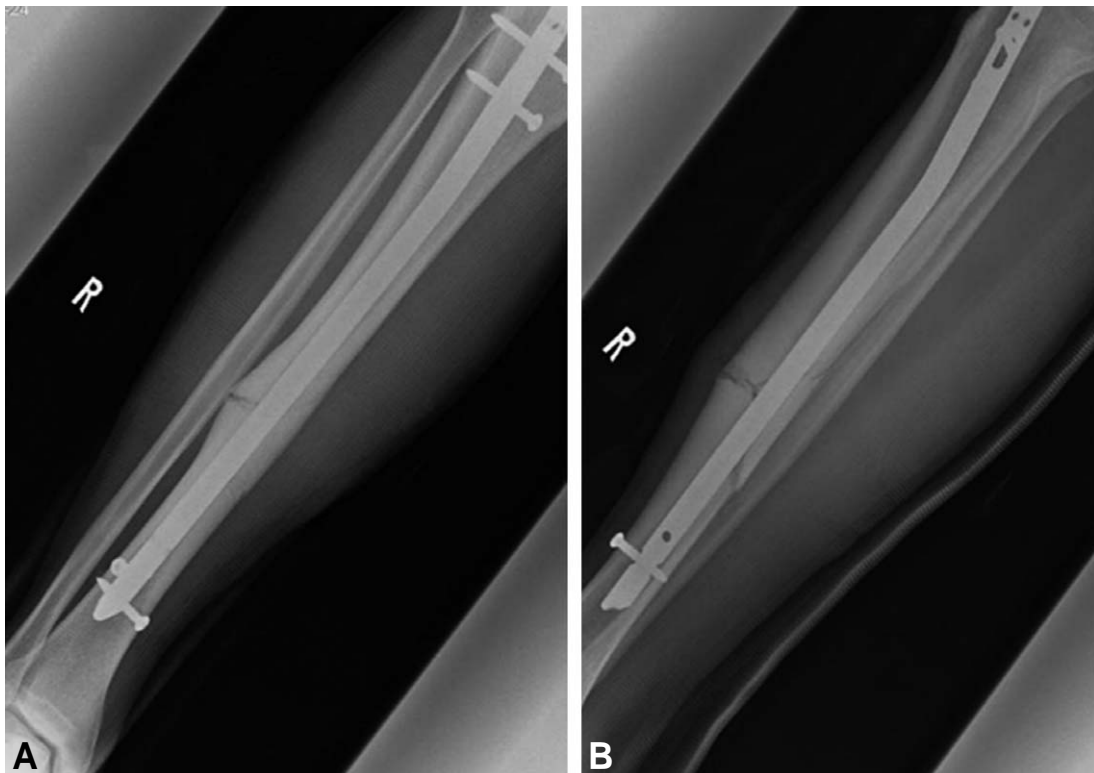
Plain radiographs were taken after 2nd operation (intramedullary nail) on AP (A) and lateral (B) views.
